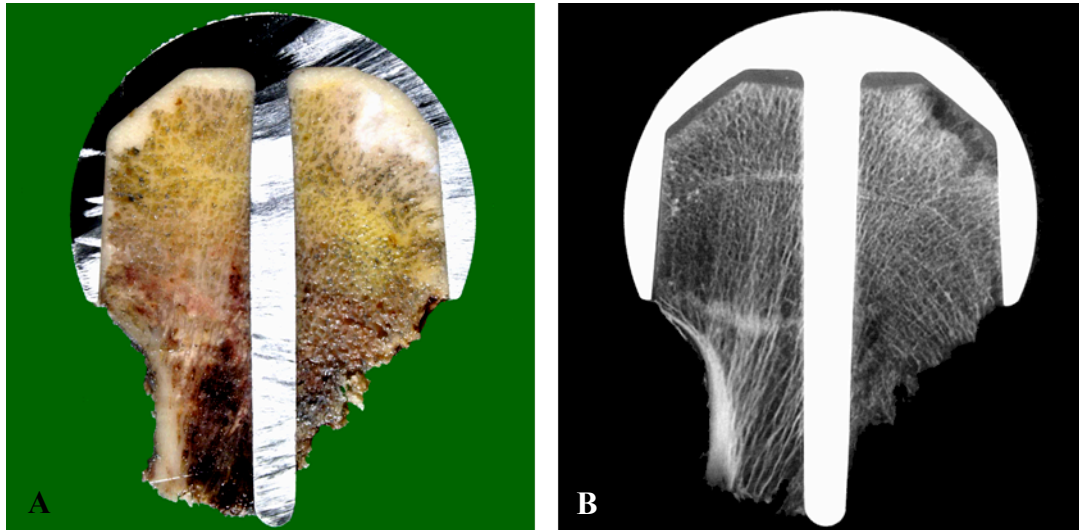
(A-B) Avaskuläre Hüftkopfnekrose. Makroskopisch zeigen sich gelblich gefärbte Areal als Zeichen einer ausgeprägten AVN (A) mit dazugehöriger Kontaktradiografie (B).
